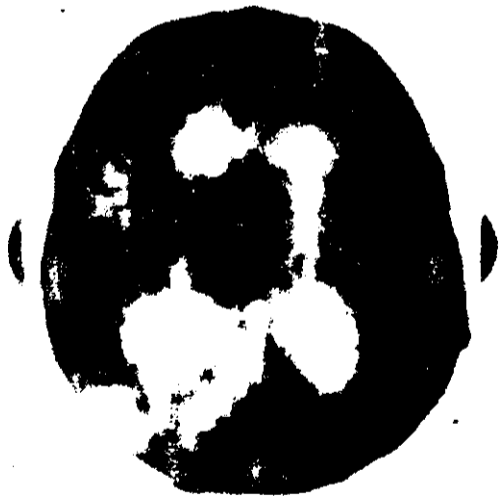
Компьютерная томография. На фоне расширенных боковых желудочков контурируется крупная опухоль III желудочка.
